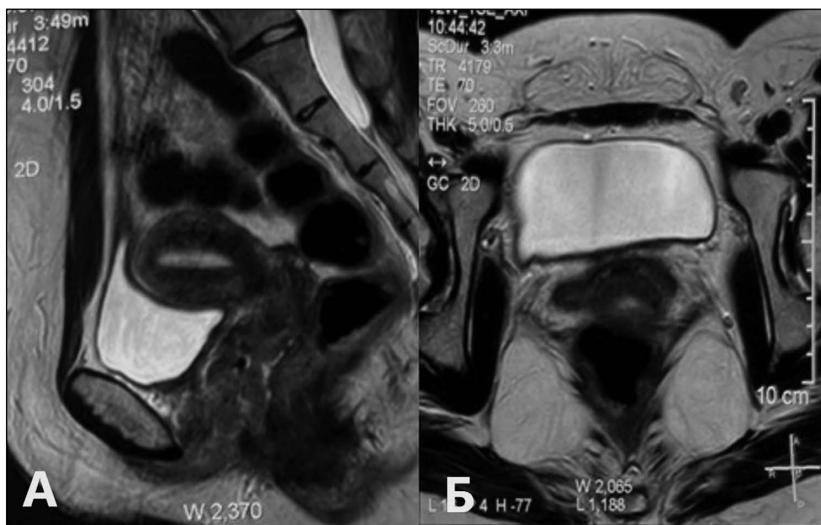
МРТ органов малого таза после оперативного вмешательства (лапароскопическое удаление пресакральной кисты): А – сагиттальный срез; Б – аксиальный срез.
